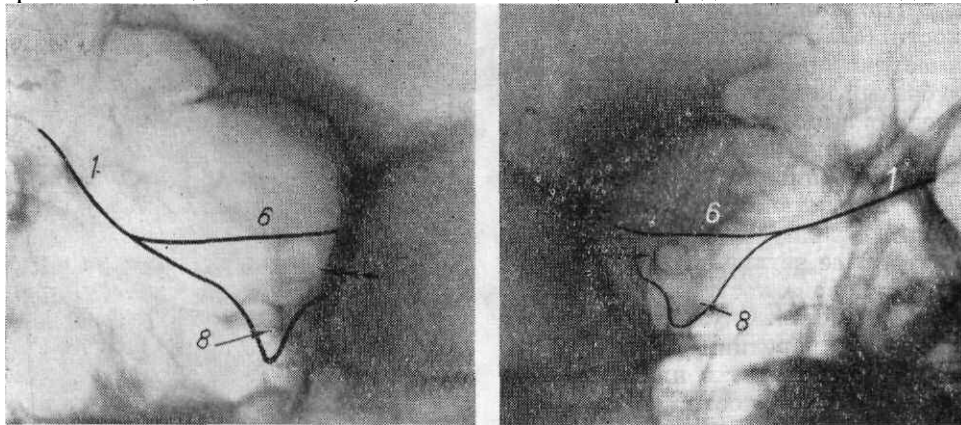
Прицельные рентгенограммы глазницы в косой передней проекции для зрительного канала (по Резе).
